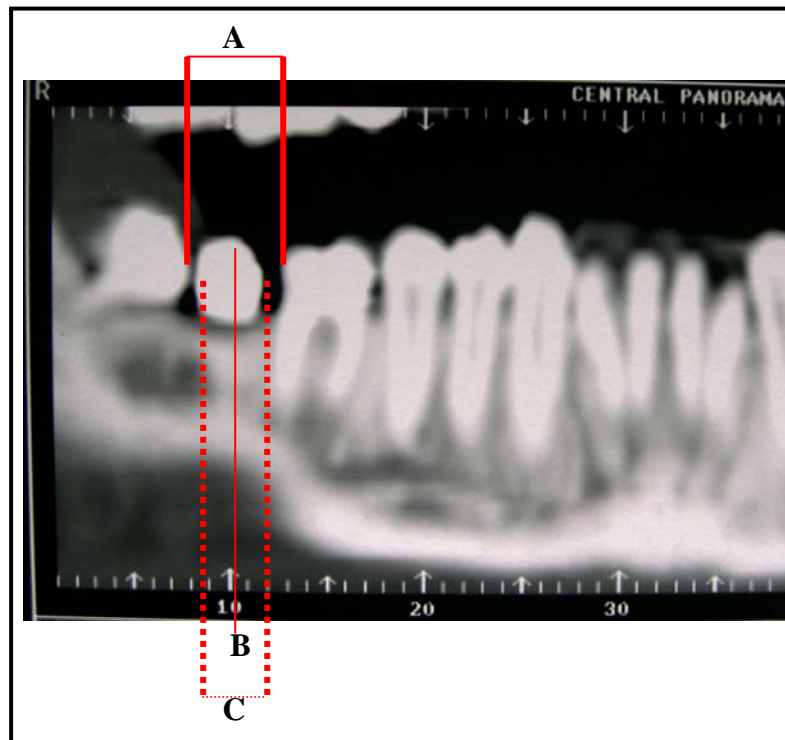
Corte panorámico de una tomografía. A- ancho mesio-distal de la brecha; B- centro de la brecha (corresponde al corte 10); C- distancia entre fosas proximales.
